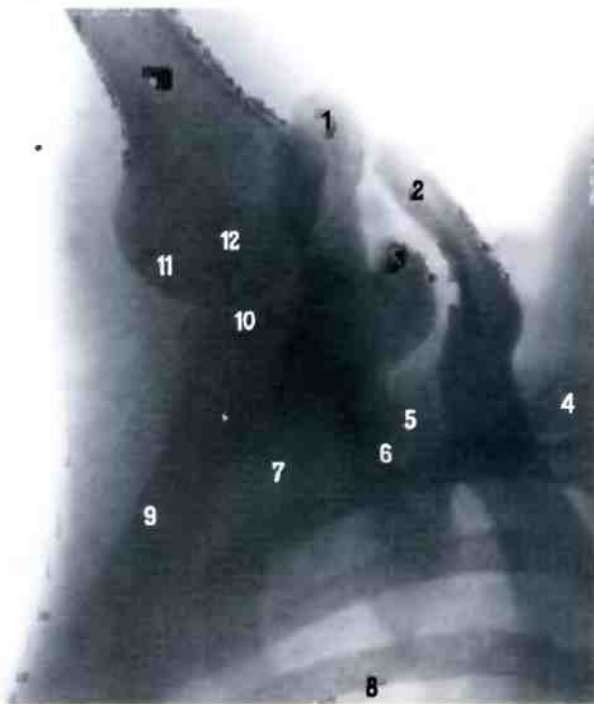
Плечевой сустав, правый (рентгенограмма). (Рука поднята.)
